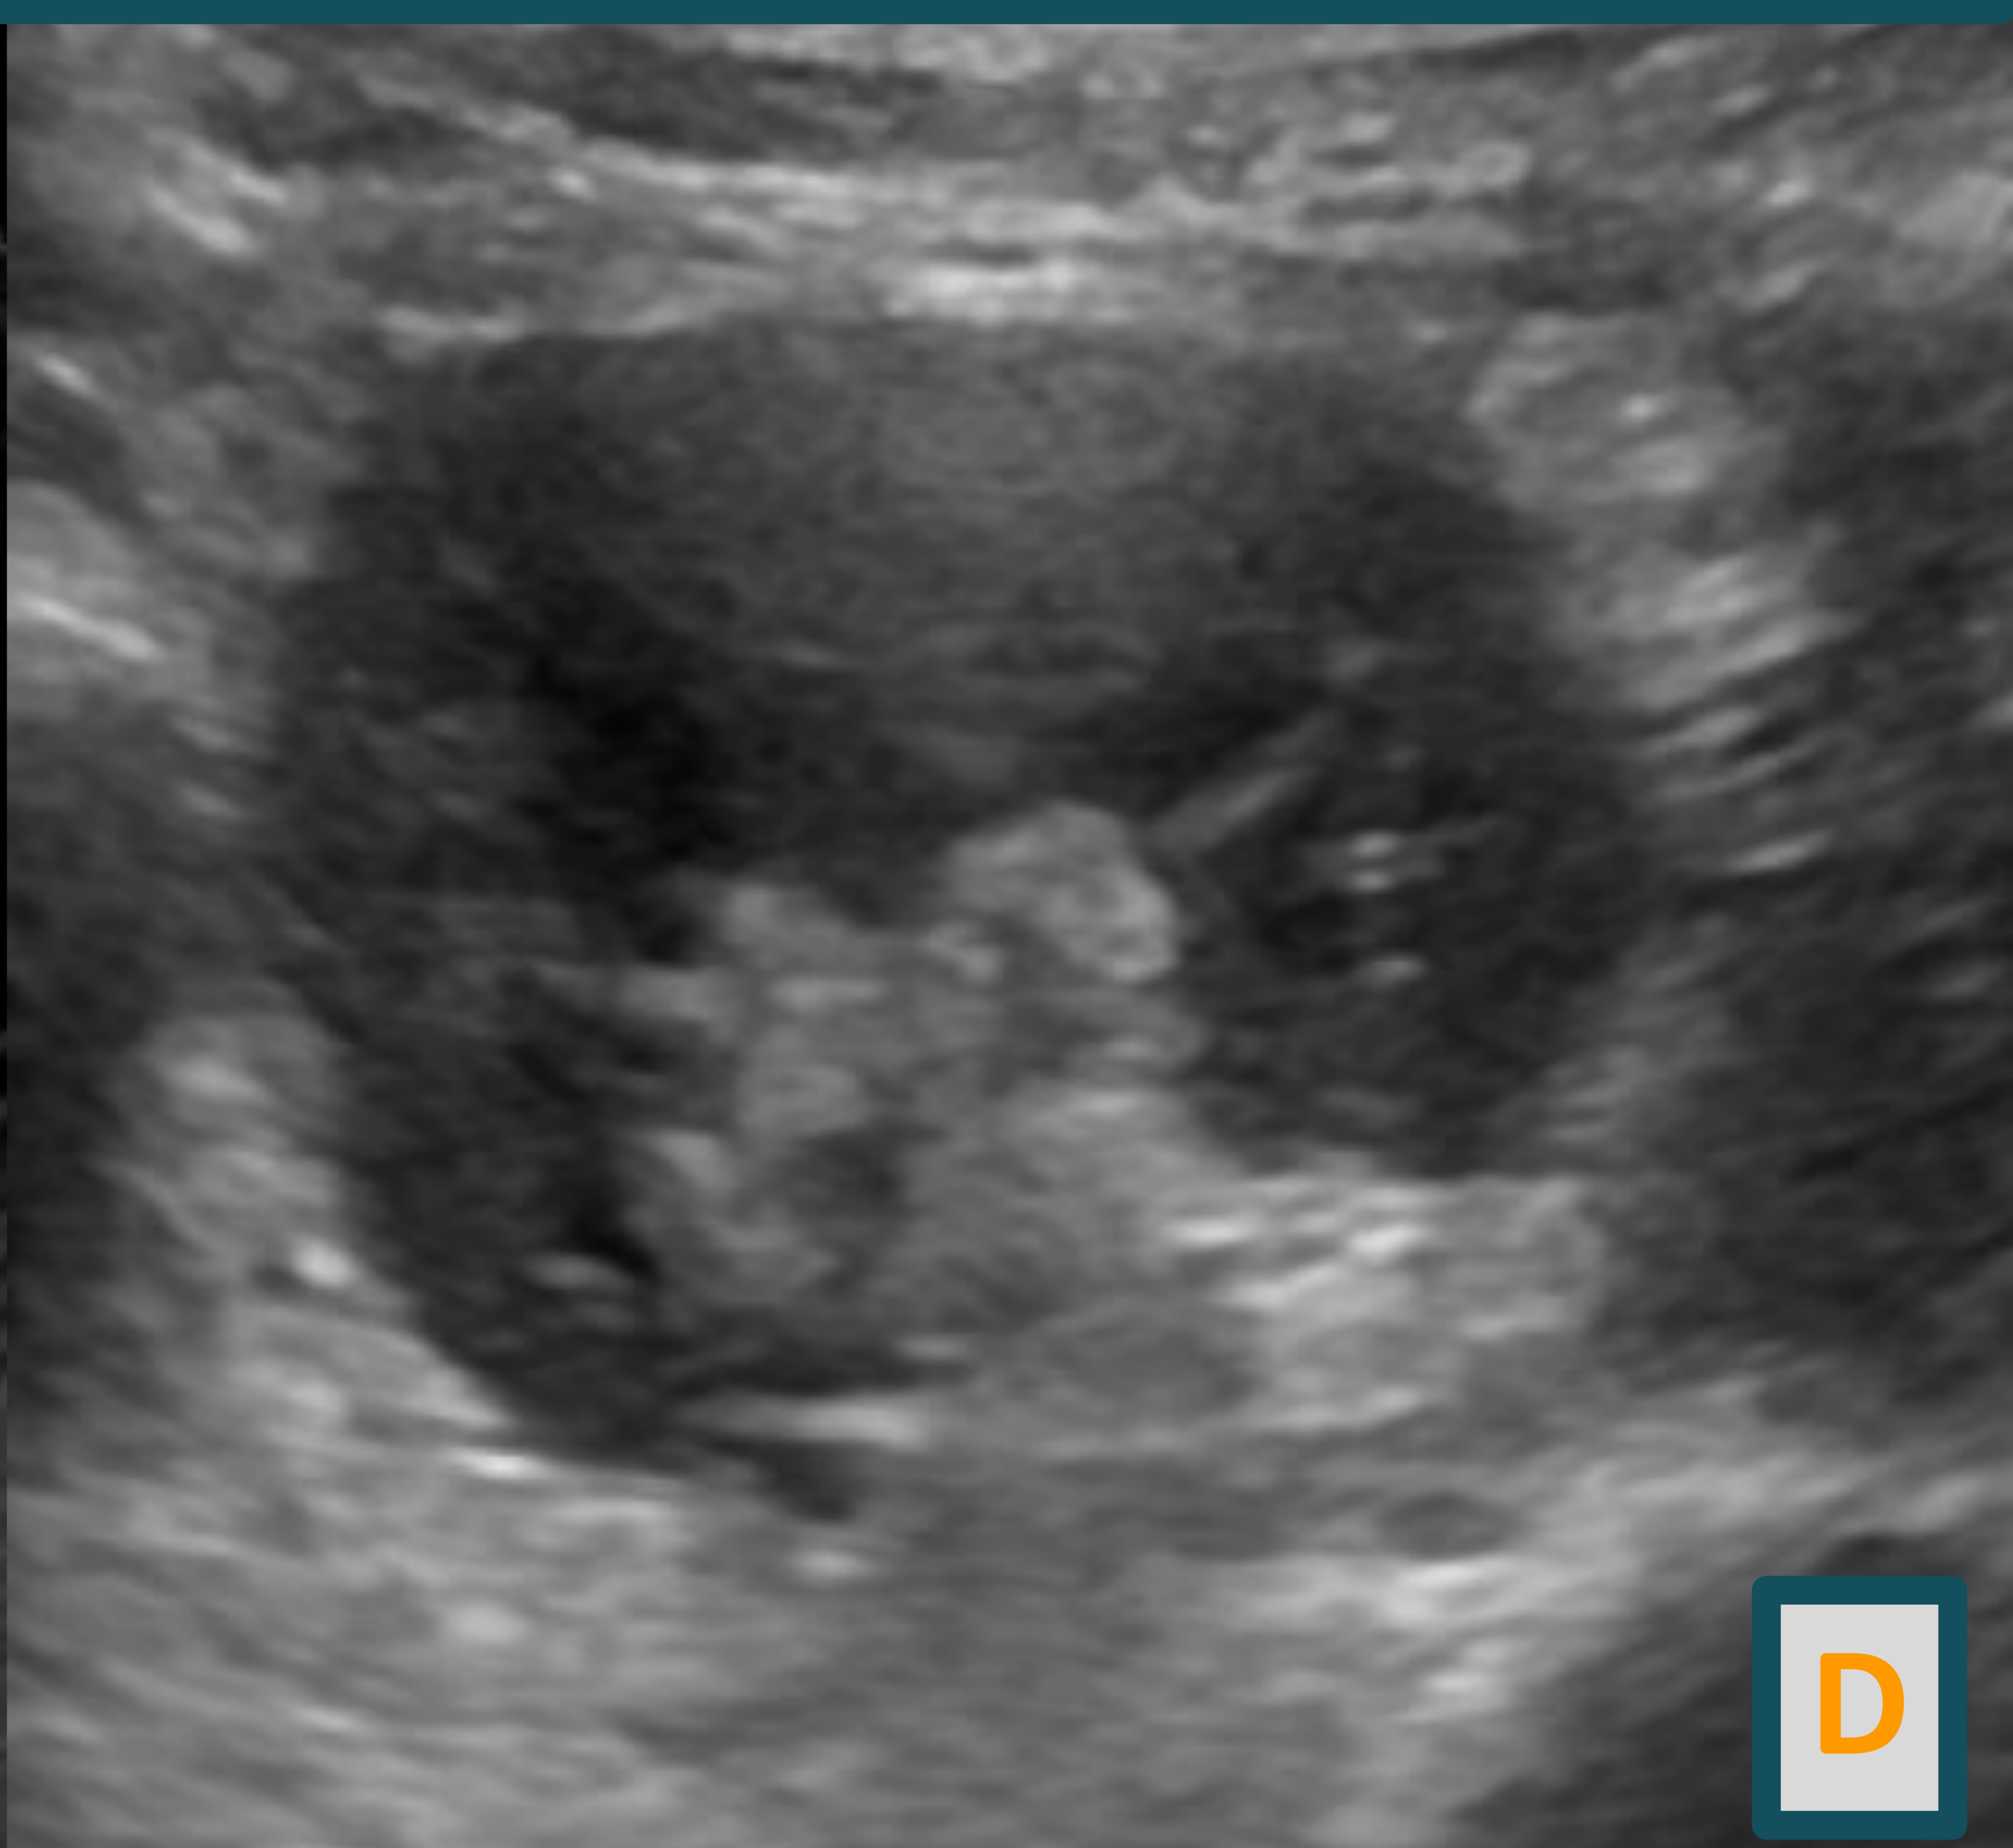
C y D: Ecografía del riñon izquierdo en plano longitudinal (C) y anteroposterior (D) sin alteraciones.
